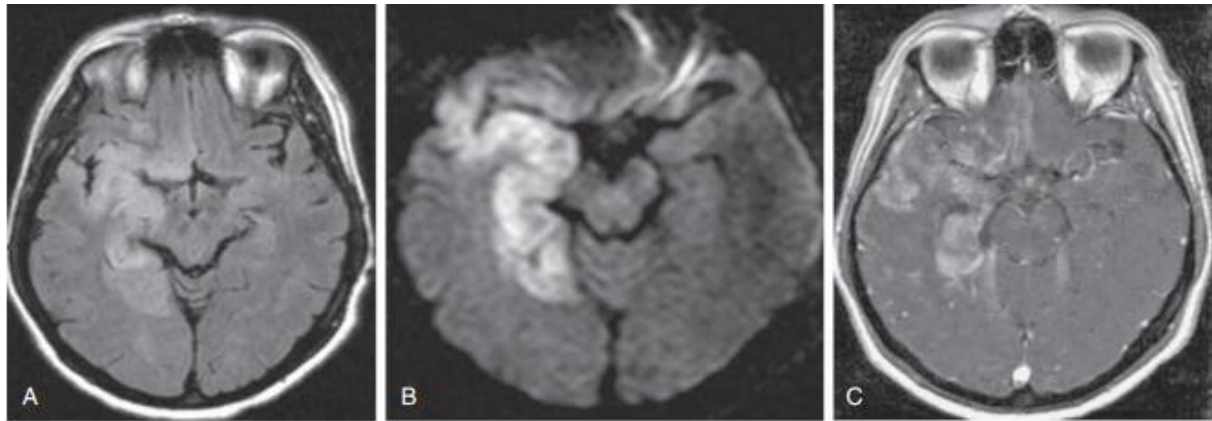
IRM Cérébrale en coupes axiales en séquence pondérée FLAIR (A) montre un hyper signal dans le lobe temporal , le lobe frontal droits et l'insula, avec restriction sur la séquence diffusion (B) b1000 B, rehaussement important après injection du gadolinium (C)témoignant d'un Stade subaigu d'une encéphalite herpétique étendue.
